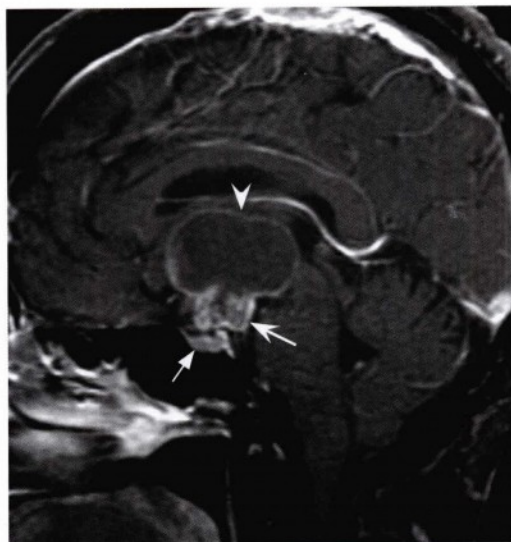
与图2.22同一患者的矢状位增强T1加权脂肪抑制图像，显示了一质地不均的鞍上区巨大占位病变，其下部实体成分（凹箭头）强化，上部囊变部分（无尾箭头）呈边缘强化。下部实体成分在CT上表现为钙化。影像表现符合颅咽管瘤。注意蝶鞍下部强化的正常垂体腺（小直箭头）。
